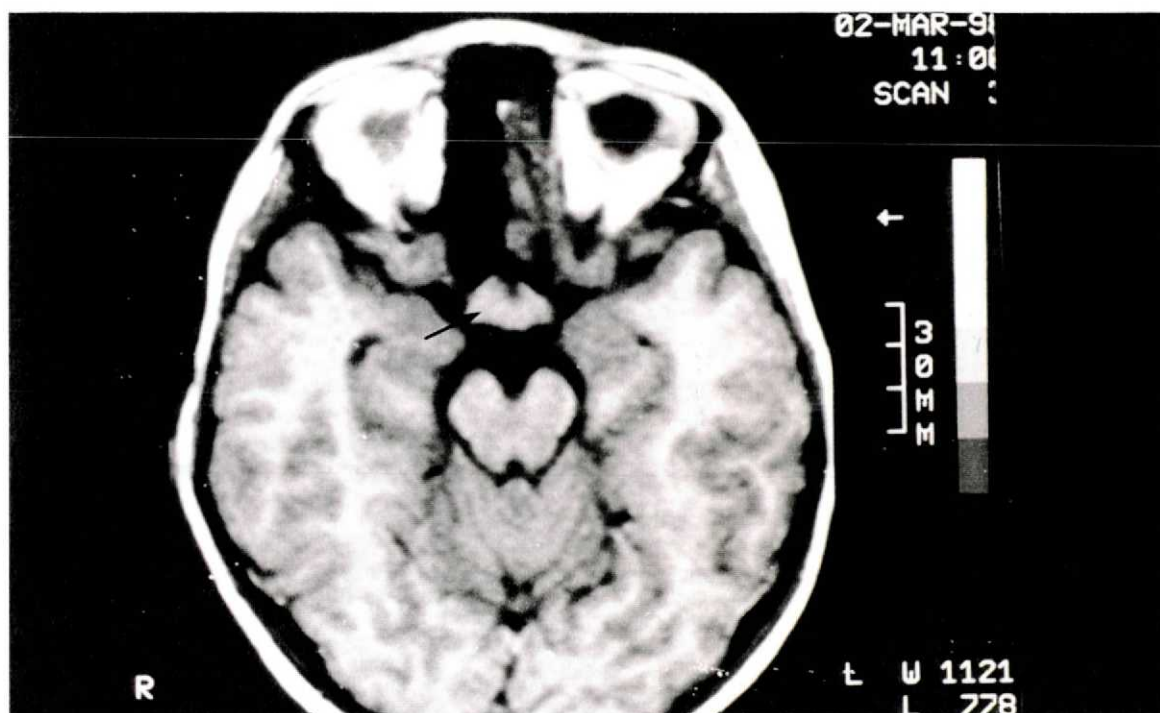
Exame de ressonância magnética do caso n.º 8, corte axial em T1, apresentando o tumor 7 anos após a intervenção cirúrgica (seta)
